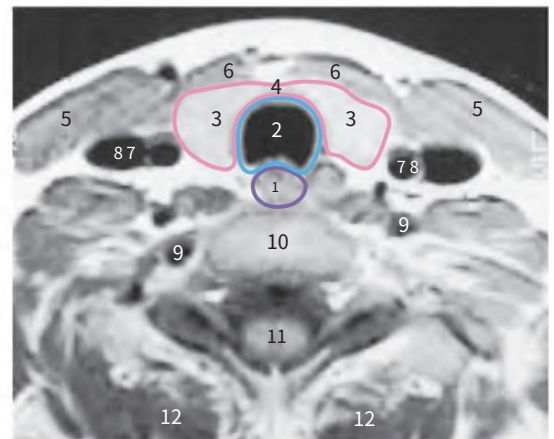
Relationships of thyroid gland. A. The sternothyroid muscles have been cut to expose the lobes of the normal thyroid gland. The isthmus lies anterior to the second and third tracheal rings. B. The parathyroid glands are usually embedded in the fibrous capsule on the posterior surface of the thyroid gland. C–E. The functional layers of the cervical viscera are indicated. The levels of the imaging studies are close to that shown in part C. (Part D courtesy of Dr. M. Keller, Medical Imaging, University of Toronto, Toronto, Ontario, Canada. Part E Courtesy of Dr. W. Kucharczyk, Professor and Neuroradiologist Senior Scientist, Department of Medical Resonance Imaging, University Health Network, Toronto, Ontario, Canada.)
